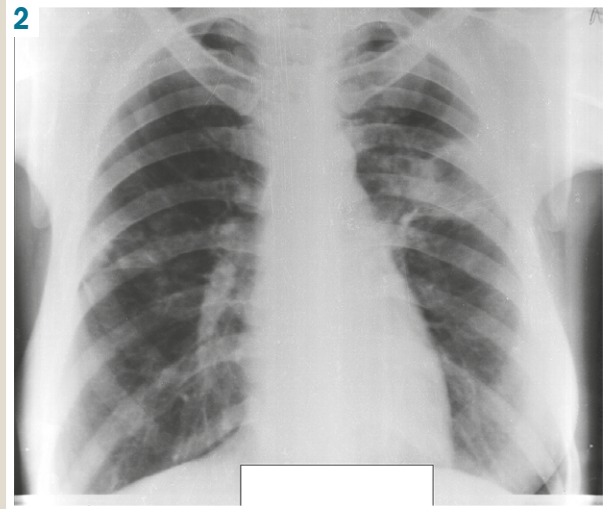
Chest X-ray from 30.07.2020: There are focal and infiltrative shadows with destruction up to 3,0 cm in diameter in the upper lobe of the left lung. Foci of contamination in S_6 of the right lung.
